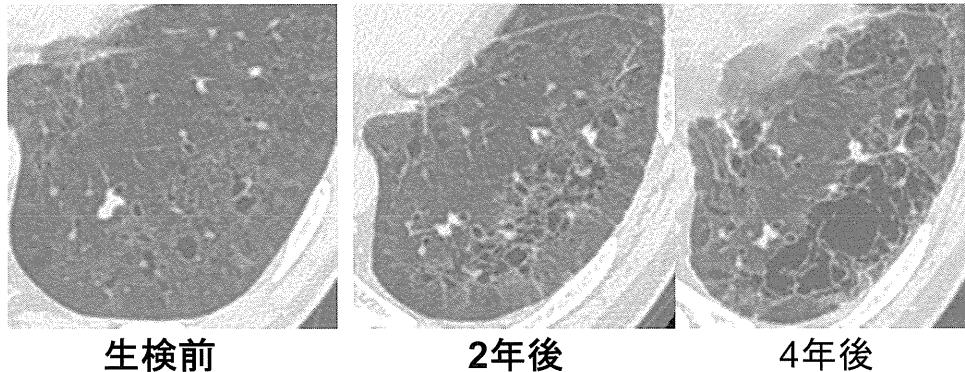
分類不能型の気腫合併肺線維症HR-CT画像(左下葉)の推移
